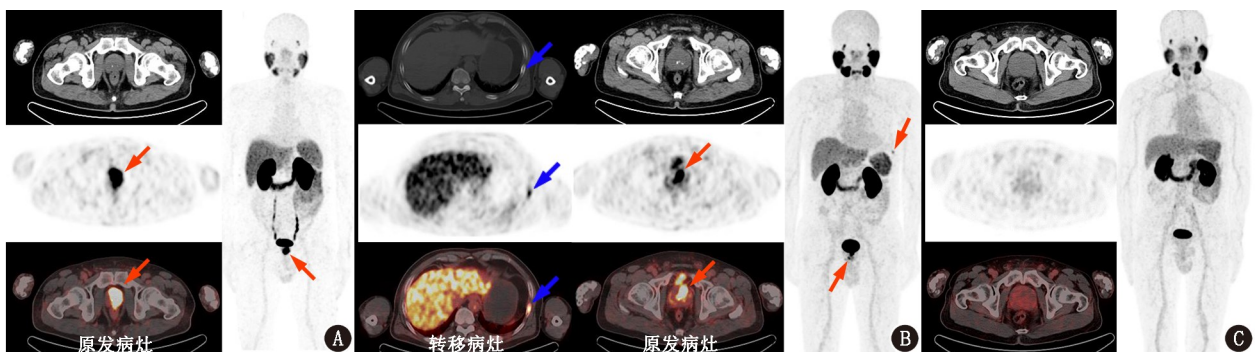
不同前列腺病变患者  $^{68}Ga$ -前列腺特异膜抗原(PSMA)-NYM032 PET/CT 显像图。A.前列腺癌患者,62 岁。CT 示前列腺大小形态无明显异常,内见点状钙化灶,PET/CT 显像示前列腺局部显像剂摄取异常增高(红箭头示),全身最大密度投影(MIP)图上可见前列腺局部显像剂浓聚,病灶  $SUV_{max}$  25.9;B.前列腺癌患者,67 岁。CT 示前列腺形态饱满,内见多发点状钙化灶,PET/CT 显像示前列腺局灶性显像剂摄取异常增高(红箭头示),MIP 图上可见前列腺局部显像剂浓聚,病灶  $SUV_{max}$  29.3;CT 示左侧第 8 肋局部髓腔内示稍高密度影(蓝箭头示),对应部位 PET/CT 显像示局灶性显像剂摄取异常增高,病灶  $SUV_{max}$  6.6;C.前列腺慢性炎性病变患者,65 岁。CT 示前列腺明显增大,横径约 64.1 mm,局部未见明显异常密度影,PET/CT 显像示前列腺弥漫性轻度显像剂摄取增高,MIP 图示前列腺弥漫性轻度显像剂摄取增高灶, $SUV_{max}$  3.7
